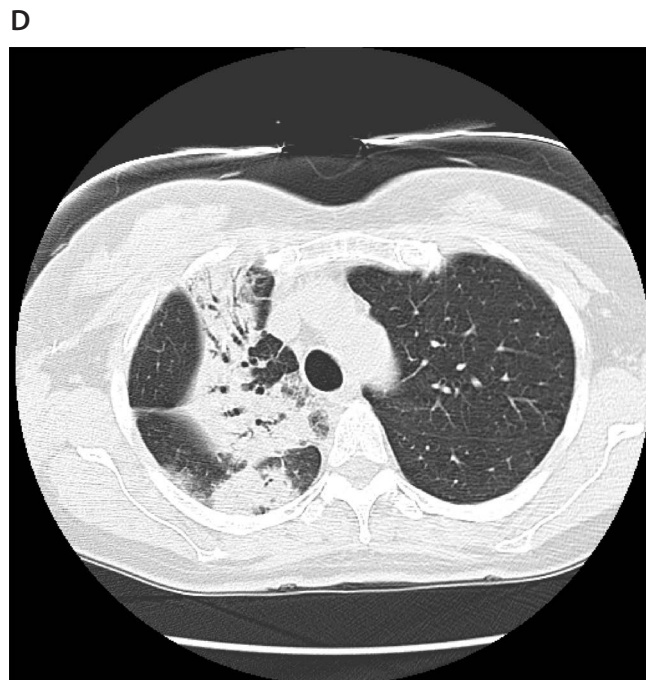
9 Imagine CT a aceleiași opacități din lobul superior drept. Se observă bronhograma aerică și zonele de condensare.
